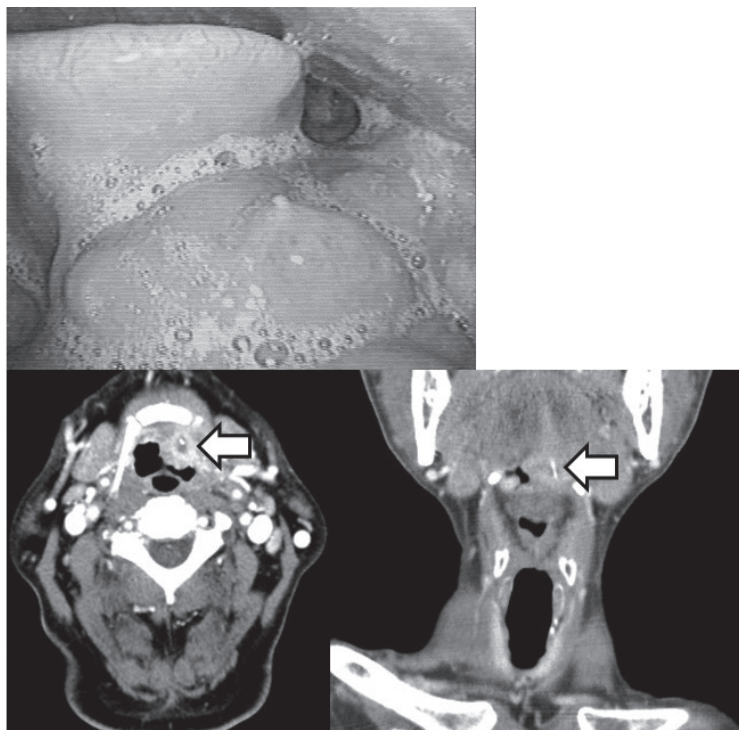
喉頭内視鏡検査, 頸部造影 CT 検査 (症例2)
